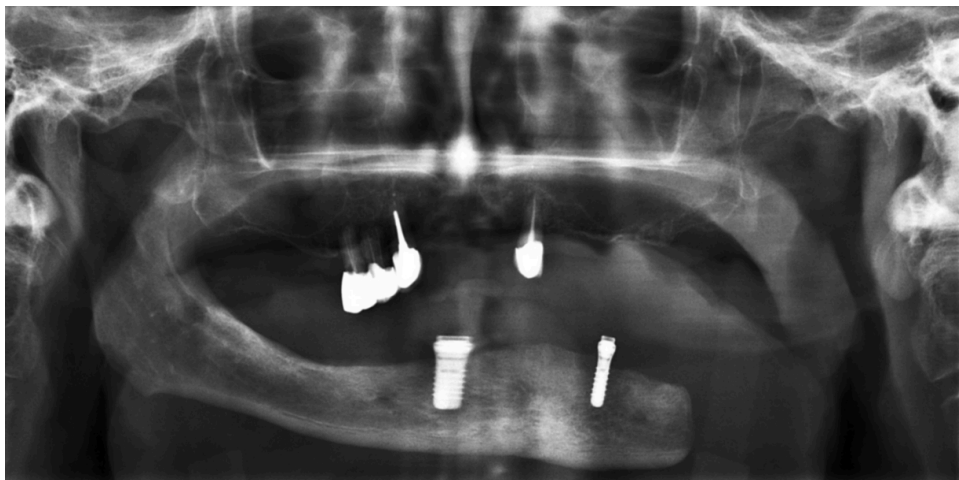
Orthopantomogramme présentant les implants mandibulaires (patient du Dr Phulpin)
